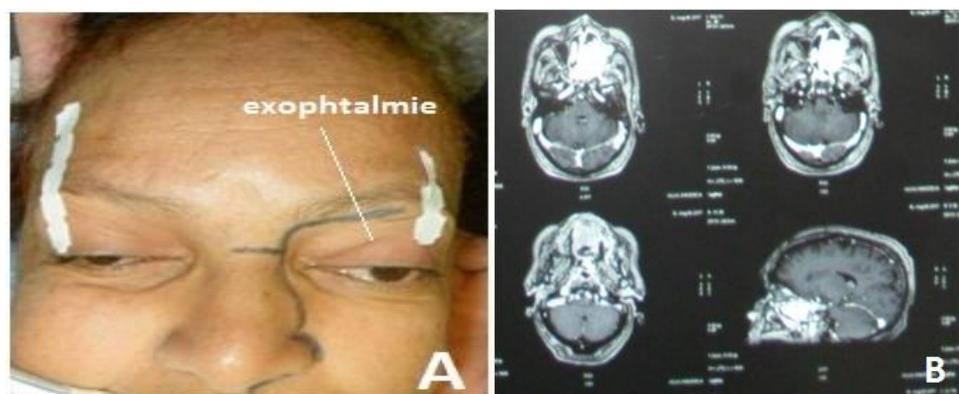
ostéosarcome de l'orbite. A. Exophthalmie. B. TDM orbitaire. Coupe axiale, fenêtre osseuse.
